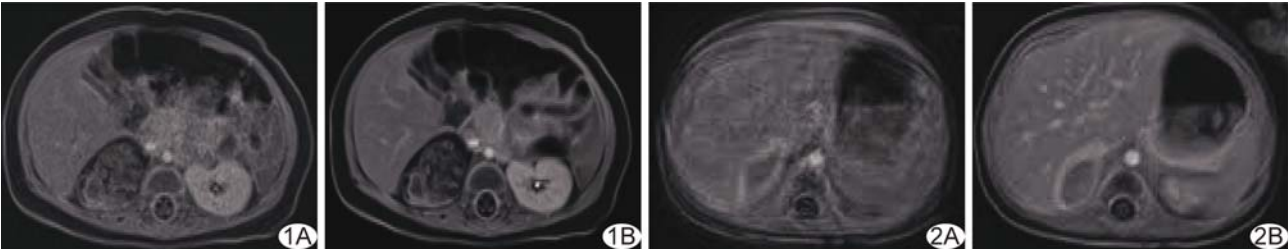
患儿女, 2 个月, 右肾上腺区畸胎瘤, 增强 MRI 显示病灶呈不均匀轻度强化 A. tfl 序列图像, SNR 及 CNR 分别为 19.23 和 5.74, 病灶边缘模糊, 图像总体质量评分为 3 分; B. 3D 自由呼吸 Star VIBE 序列图像, SNR 及 CNR 分别为 27.23 和 9.64, 病灶边缘清晰, 图像总体质量评分为 5 分 图 2 患儿女, 1 个月, 右肾上腺区血肿, 增强 MRI 显示病灶周边呈环形强化, 中心未见强化 A. tfl 序列图像, 呼吸运动伪影严重, SNR 及 CNR 分别为 16.42 和 3.78, 病灶模糊不清, 图像总体质量评分为 2 分; B. 3D 自由呼吸 Star VIBE 序列图像, 无呼吸运动伪影, SNR 及 CNR 分别为 20.25 和 6.12, 病灶边缘清晰, 图像总体质量评分为 4 分
